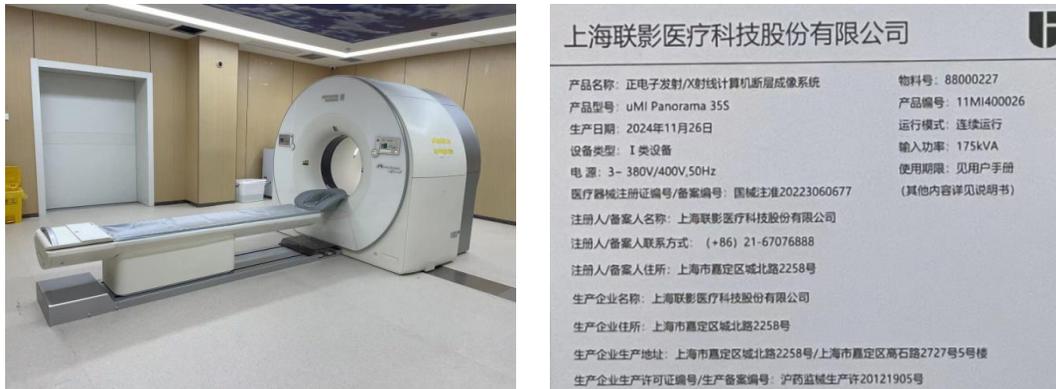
本项目 PET/CT 设备外观图和设备铭牌
